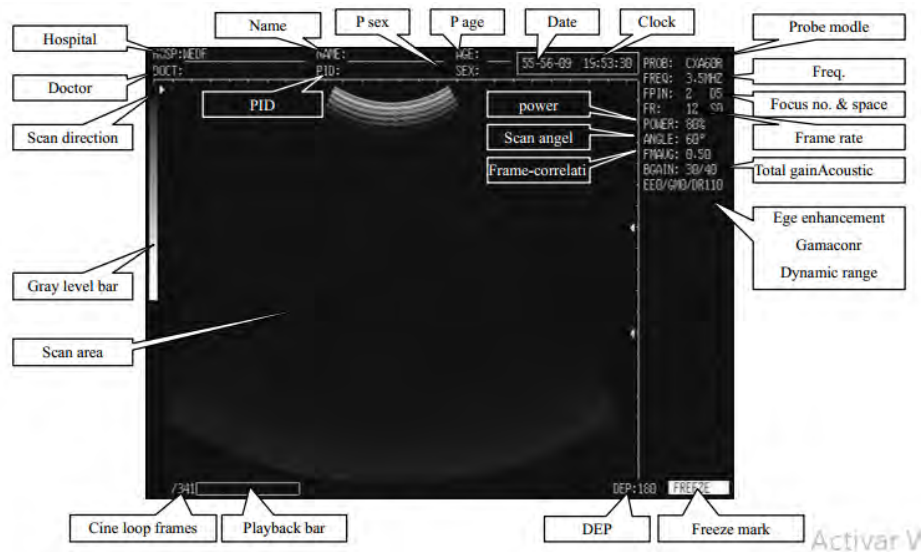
Pantalla principal del ultrasonido. Obtenido de [34]
